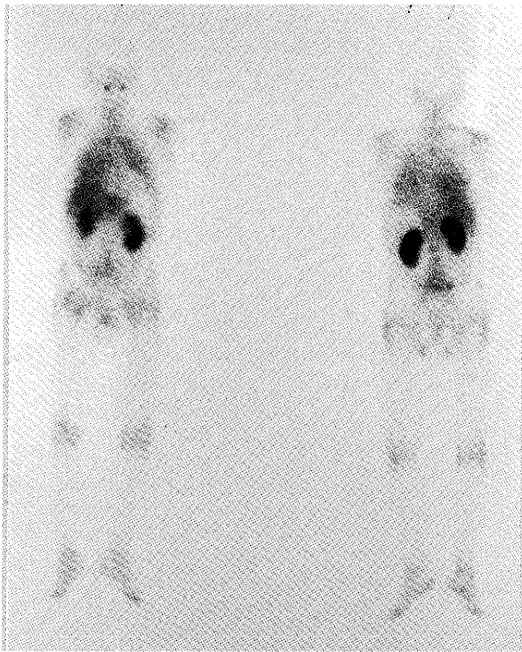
Bone marrow scintigraphy using  $^{111}\text{InCl}_3$  in the patient with aplastic anemia shows diffuse low uptake in bone marrow with high uptake of bilateral kidneys and lungs.
